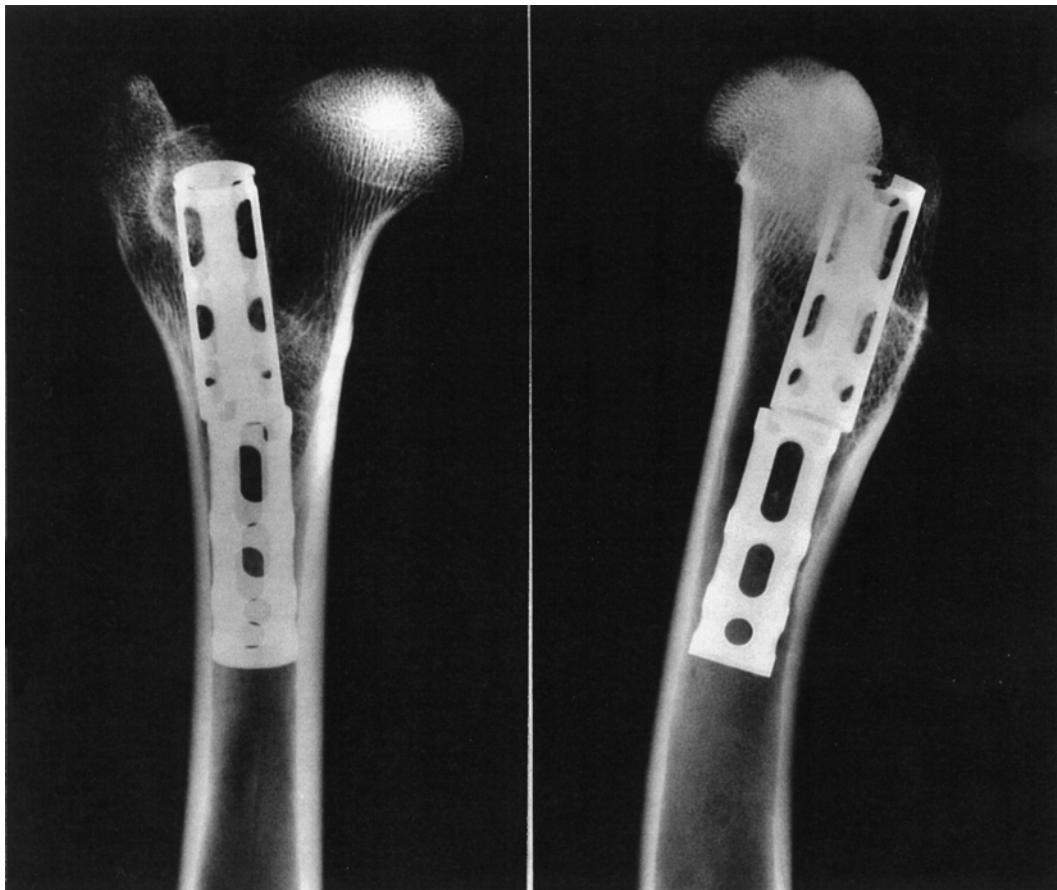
Konventionelle Röntgenaufnahmen des Femurpräparates Nr. 13 im anterior-posterioren (a, links) und im axialen Strahlengang (b, rechts).
